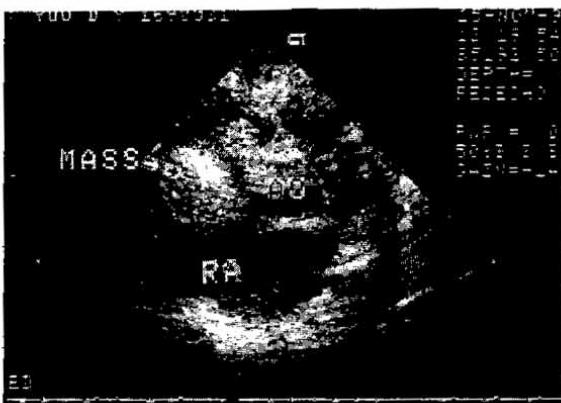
2-D echocardiographic finding
